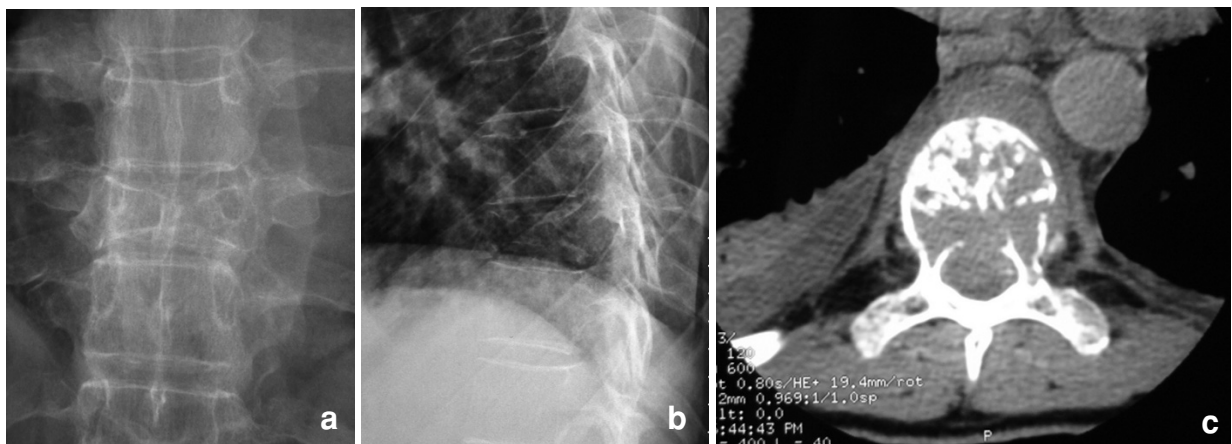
Fracture maligne (myélome). Sur la radiographie de face (3a), le pédicule gauche est évidé et sa corticale est amincie ; la corticale des deux plateaux et la corticale latérale gauche du corps vertébral sont interrompues par endroits, et le mur postérieur n'est pas visualisé sur le profil (2b). La fracture est cependant assez symétrique de face. Masse tissulaire prévertébrale et intracanalair (image TDM axiale, 3c).
